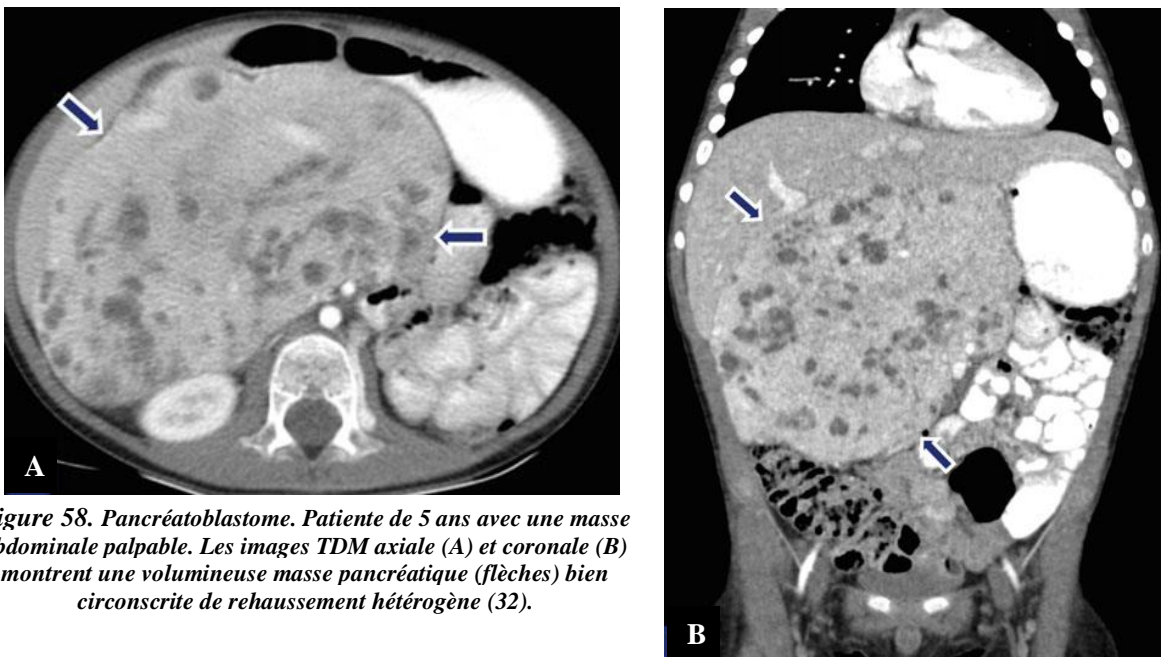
Pancréatoblastome. Patiente de 5 ans avec une masse abdominale palpable. Les images TDM axiale (A) et coronale (B) montrent une volumineuse masse pancréatique (flèches) bien circonscrite de rehaussement hétérogène (32).
